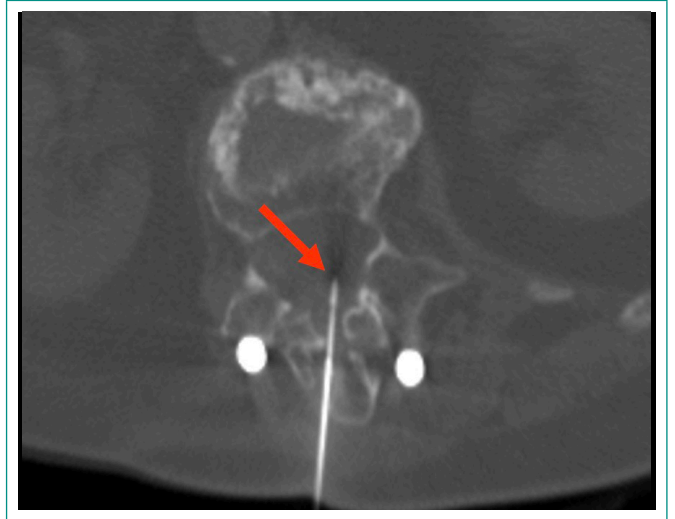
Punción guiada por TAC-fluoroscopia de colección epidural. Tras inyección de contraste, se comprueba la ausencia de fuga epidural, realizando esclerosis con alcohol.
